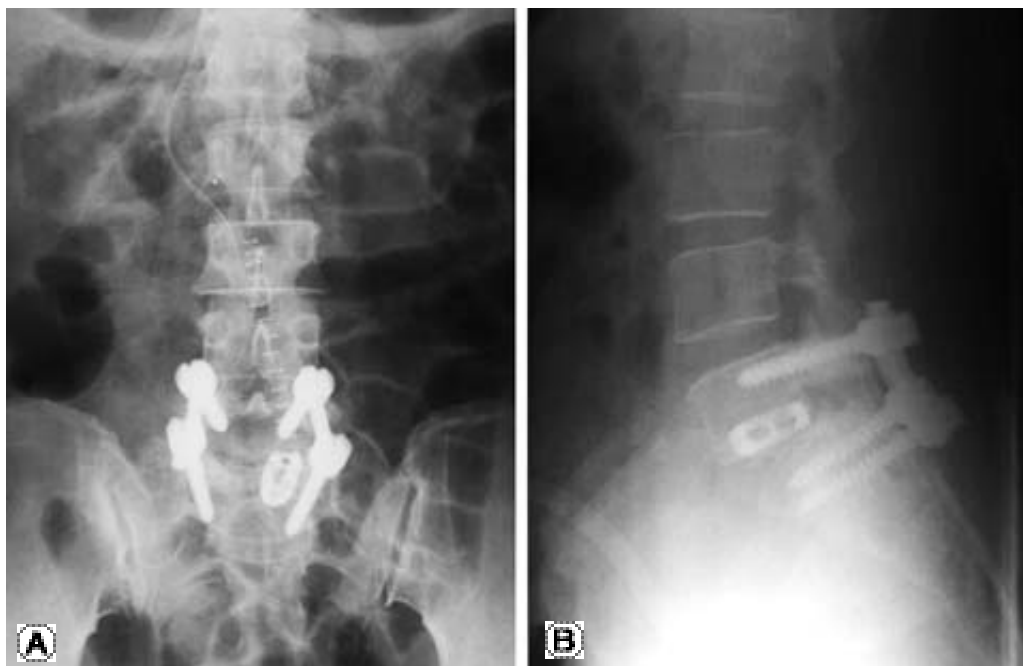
(A, B) After the first operation, plane radiographs showed that a right-sided cage violated upper end plate.
